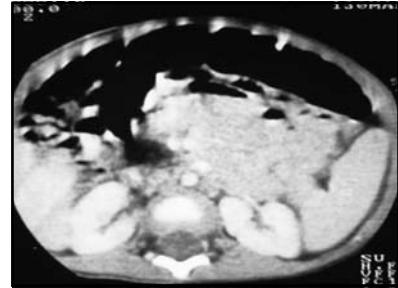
Tomografía computada de abdomen del caso 1, con hipodensidad pancreática de -68UH, que sugiere infiltración grasa.
